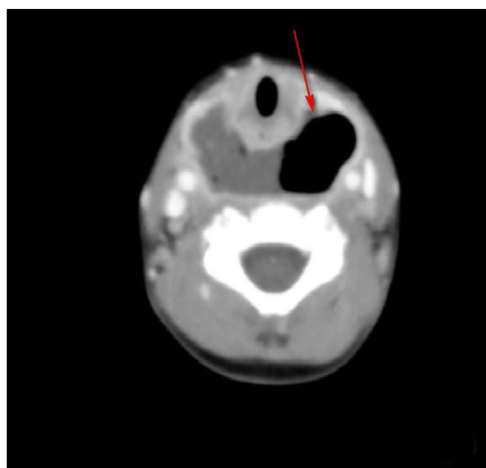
TC com contraste: abscesso pós-faríngeo e sombra gasosa (varredura horizontal).
